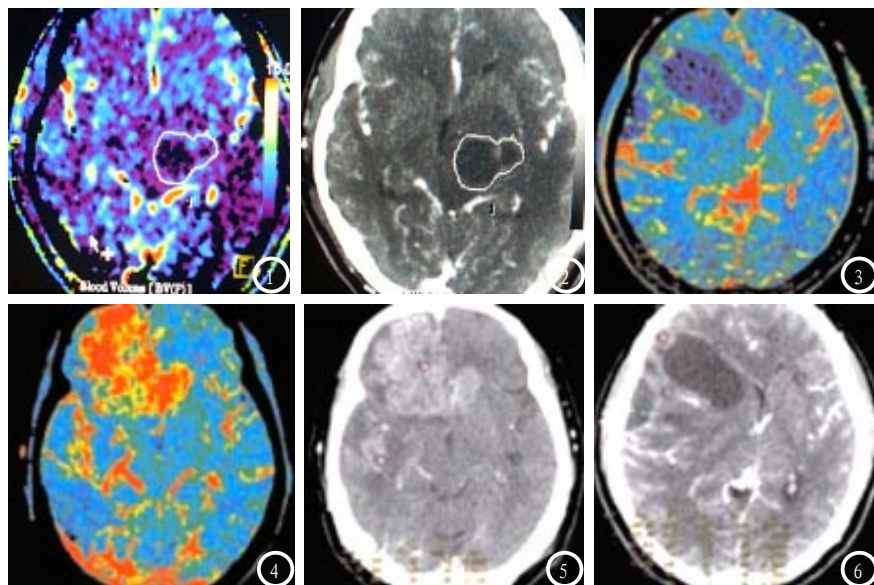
2分别为CT灌注组、增强组术前肿瘤面积测量示例。图3为低级别CT灌注CBF图(病灶区CBF明显高);图4为高级别CT灌注CBV图(病灶区CBV明显高);图5为低级别CT增强扫描图(病灶周边轻度强化);图6为高级别CT增强扫描图(病灶周边明显强化)。
